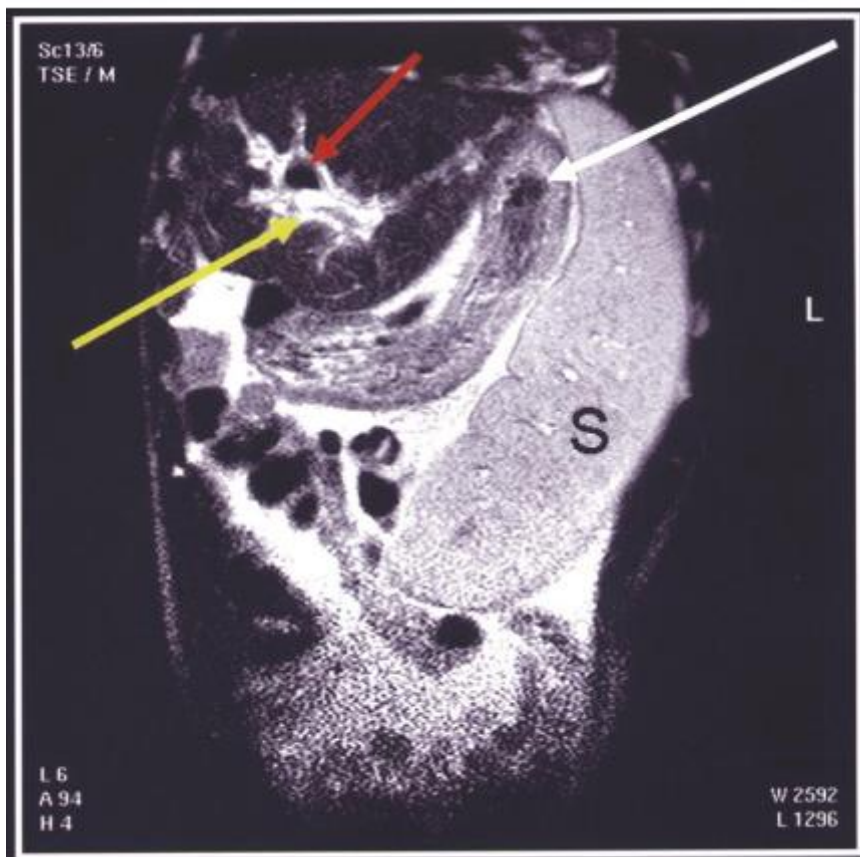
Corte coronal do abdômen, através do exame de ressonância.
